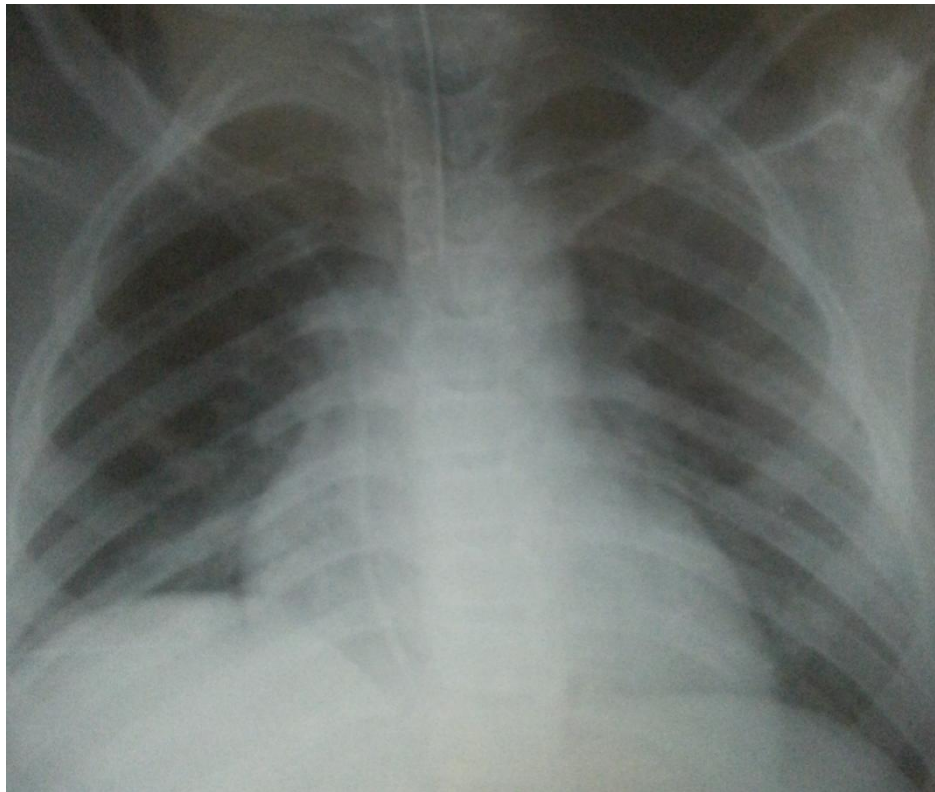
Radiographie thoracique de face montrant une cardiomégalie chez un malade porteur d'une FAP : photo prise au service de pédiatrie au CHU HASSAN II FES.
